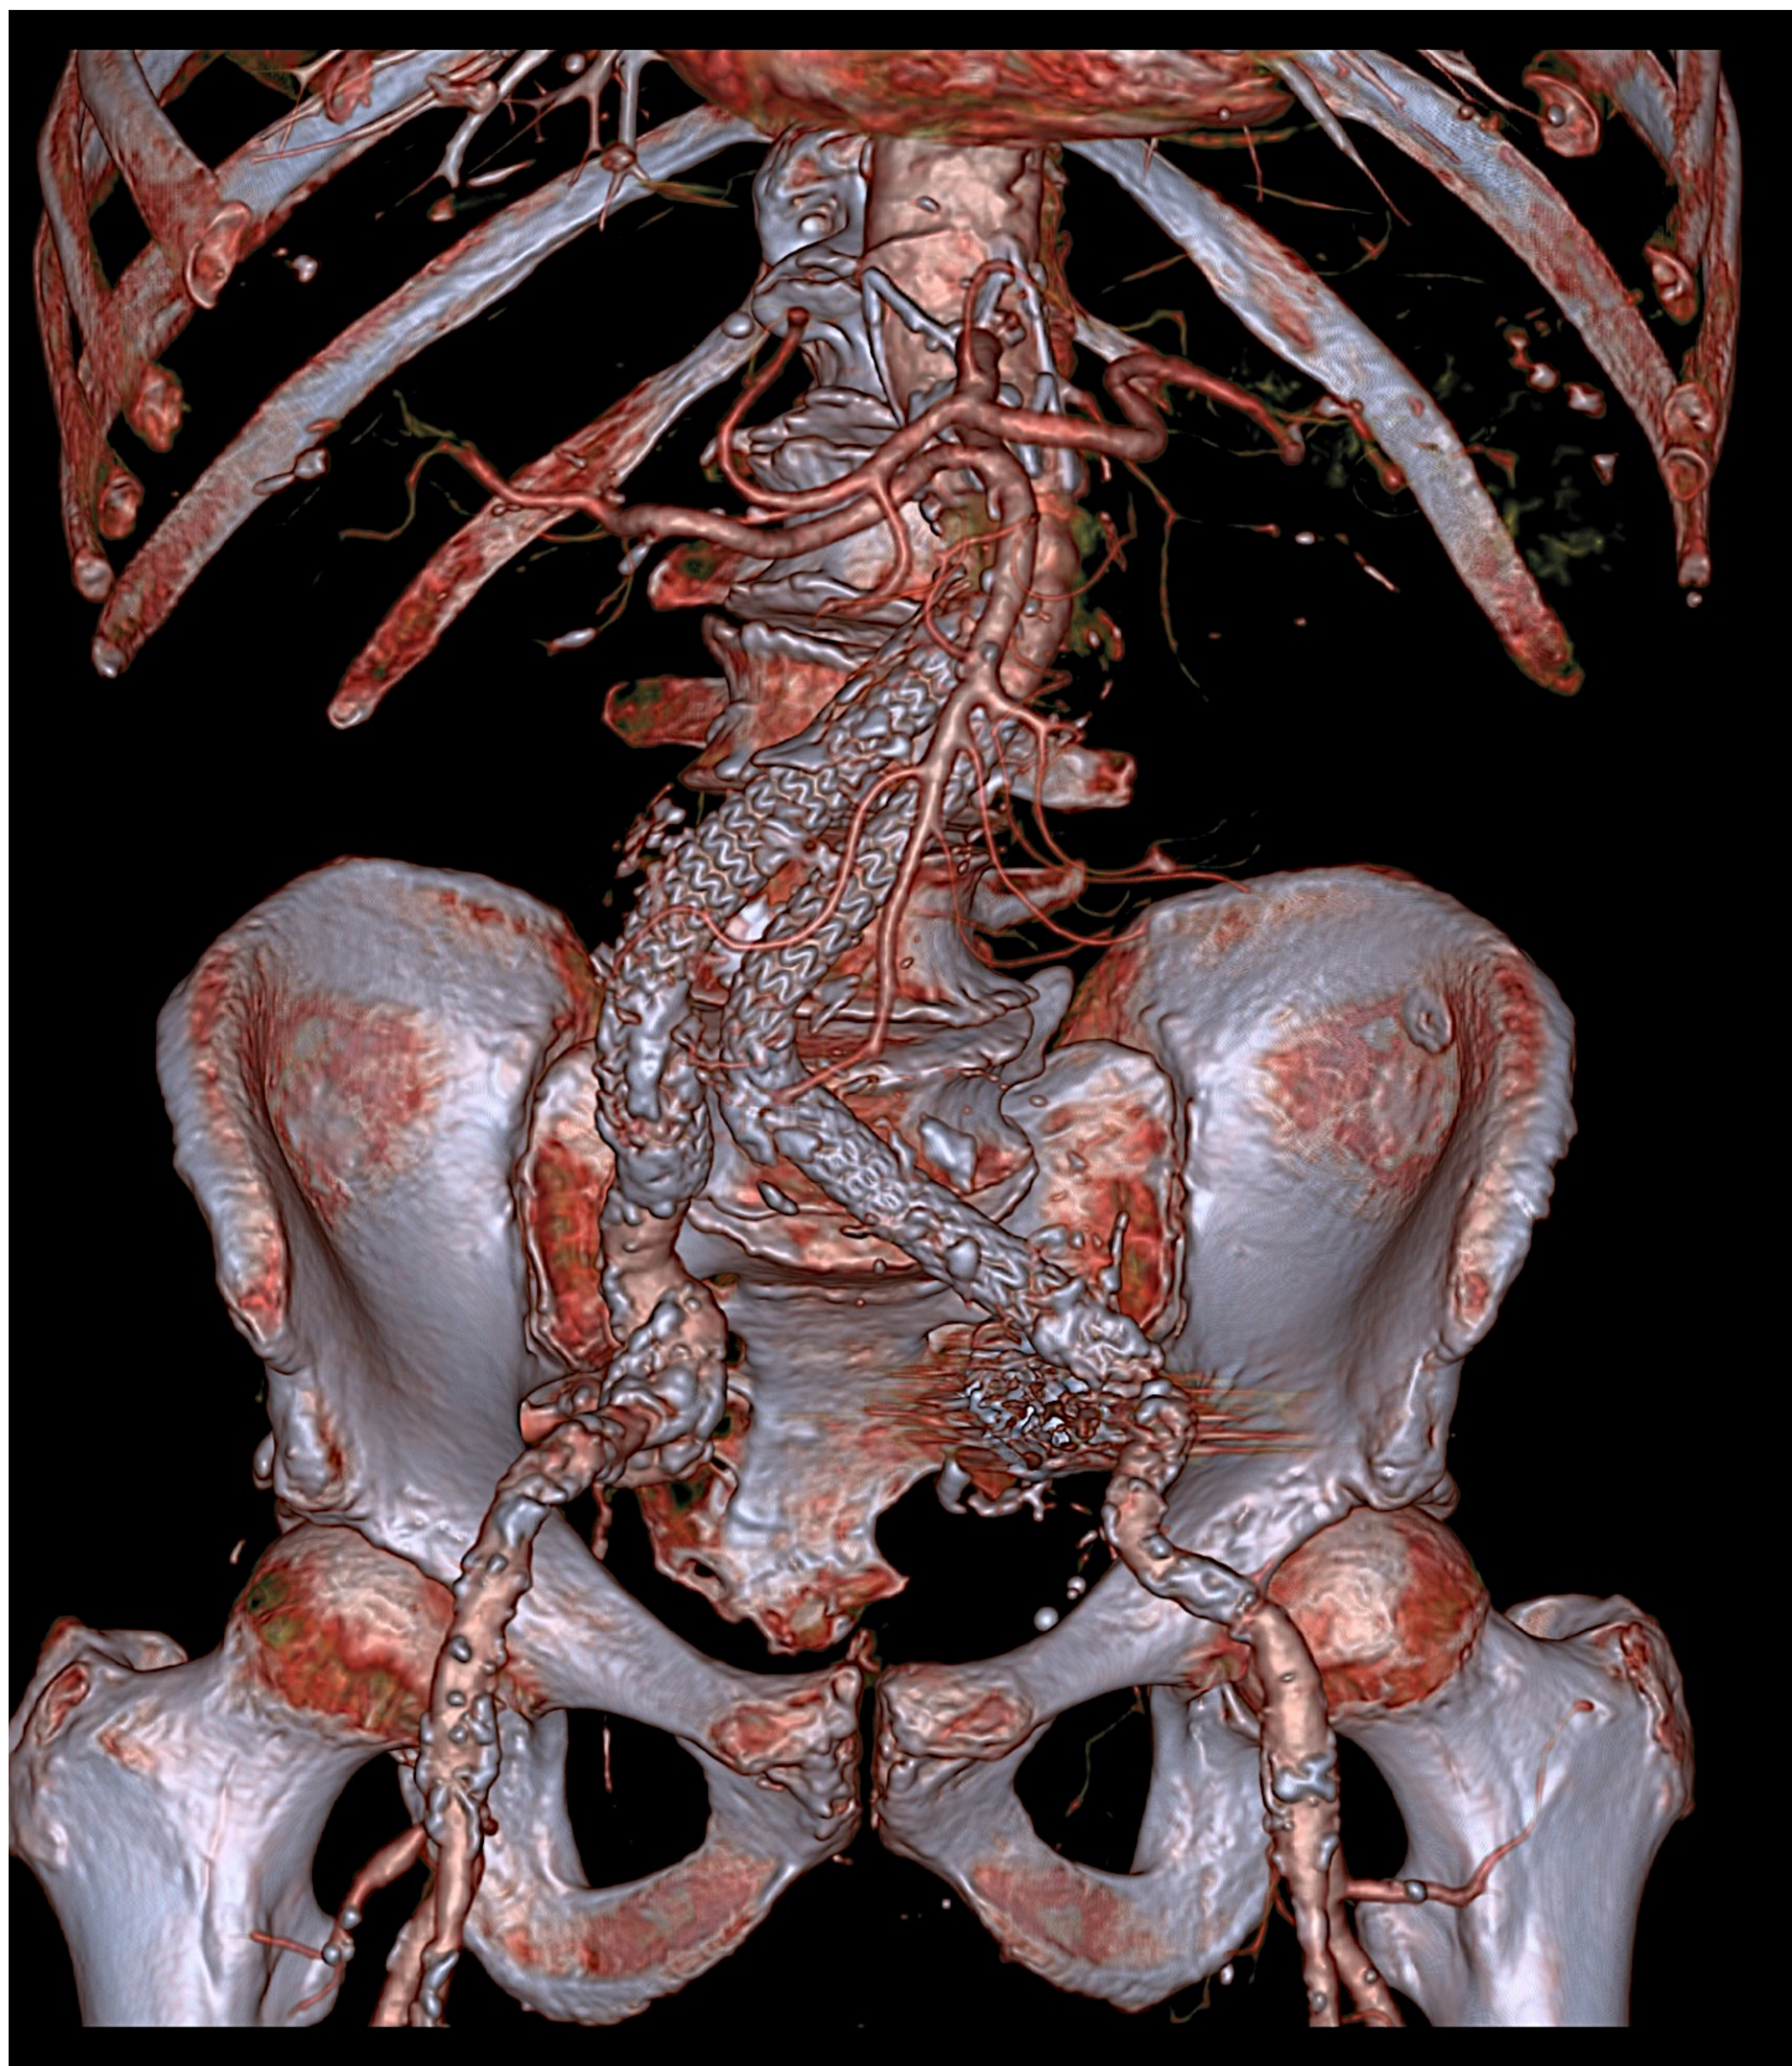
reconstrucción 3D de TC abdominopélvico con contraste intravenoso en fase arterial donde se visualiza endoprótesis aortobiliáca.
